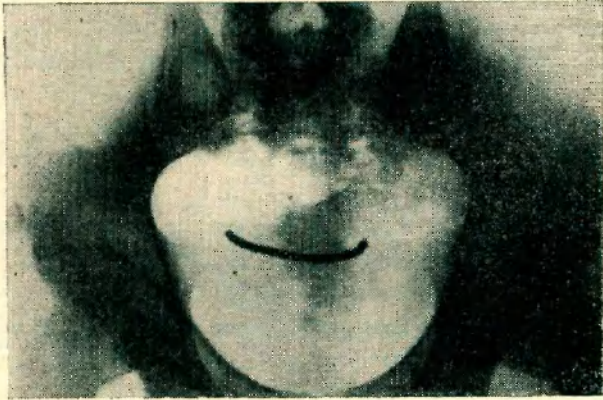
Primera radiografía directa de abdomen.
